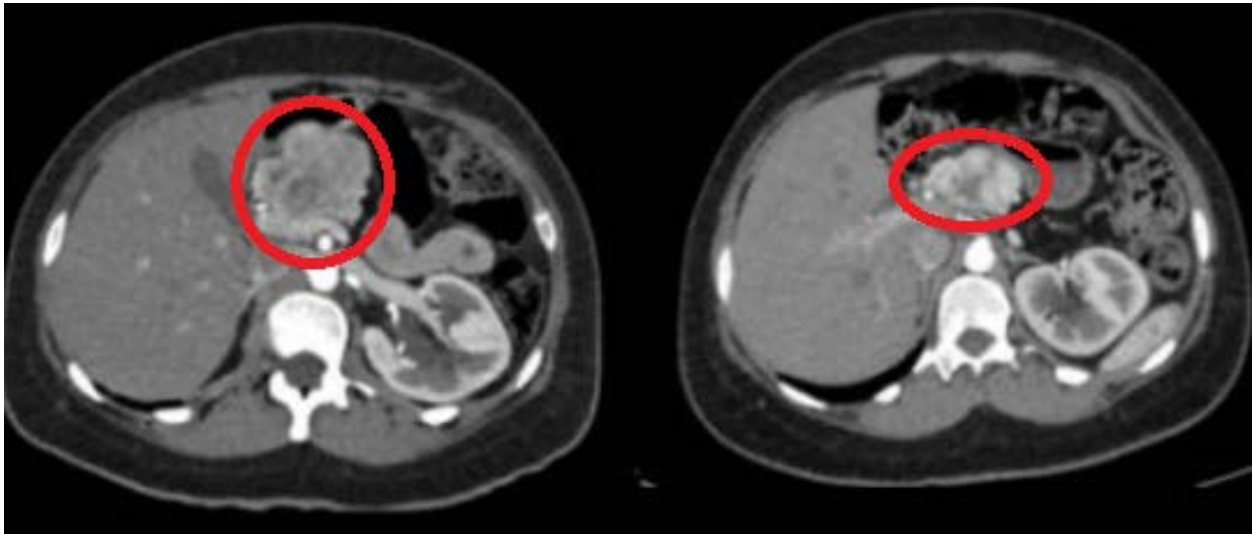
TC abdominal axial com contraste intravenoso
